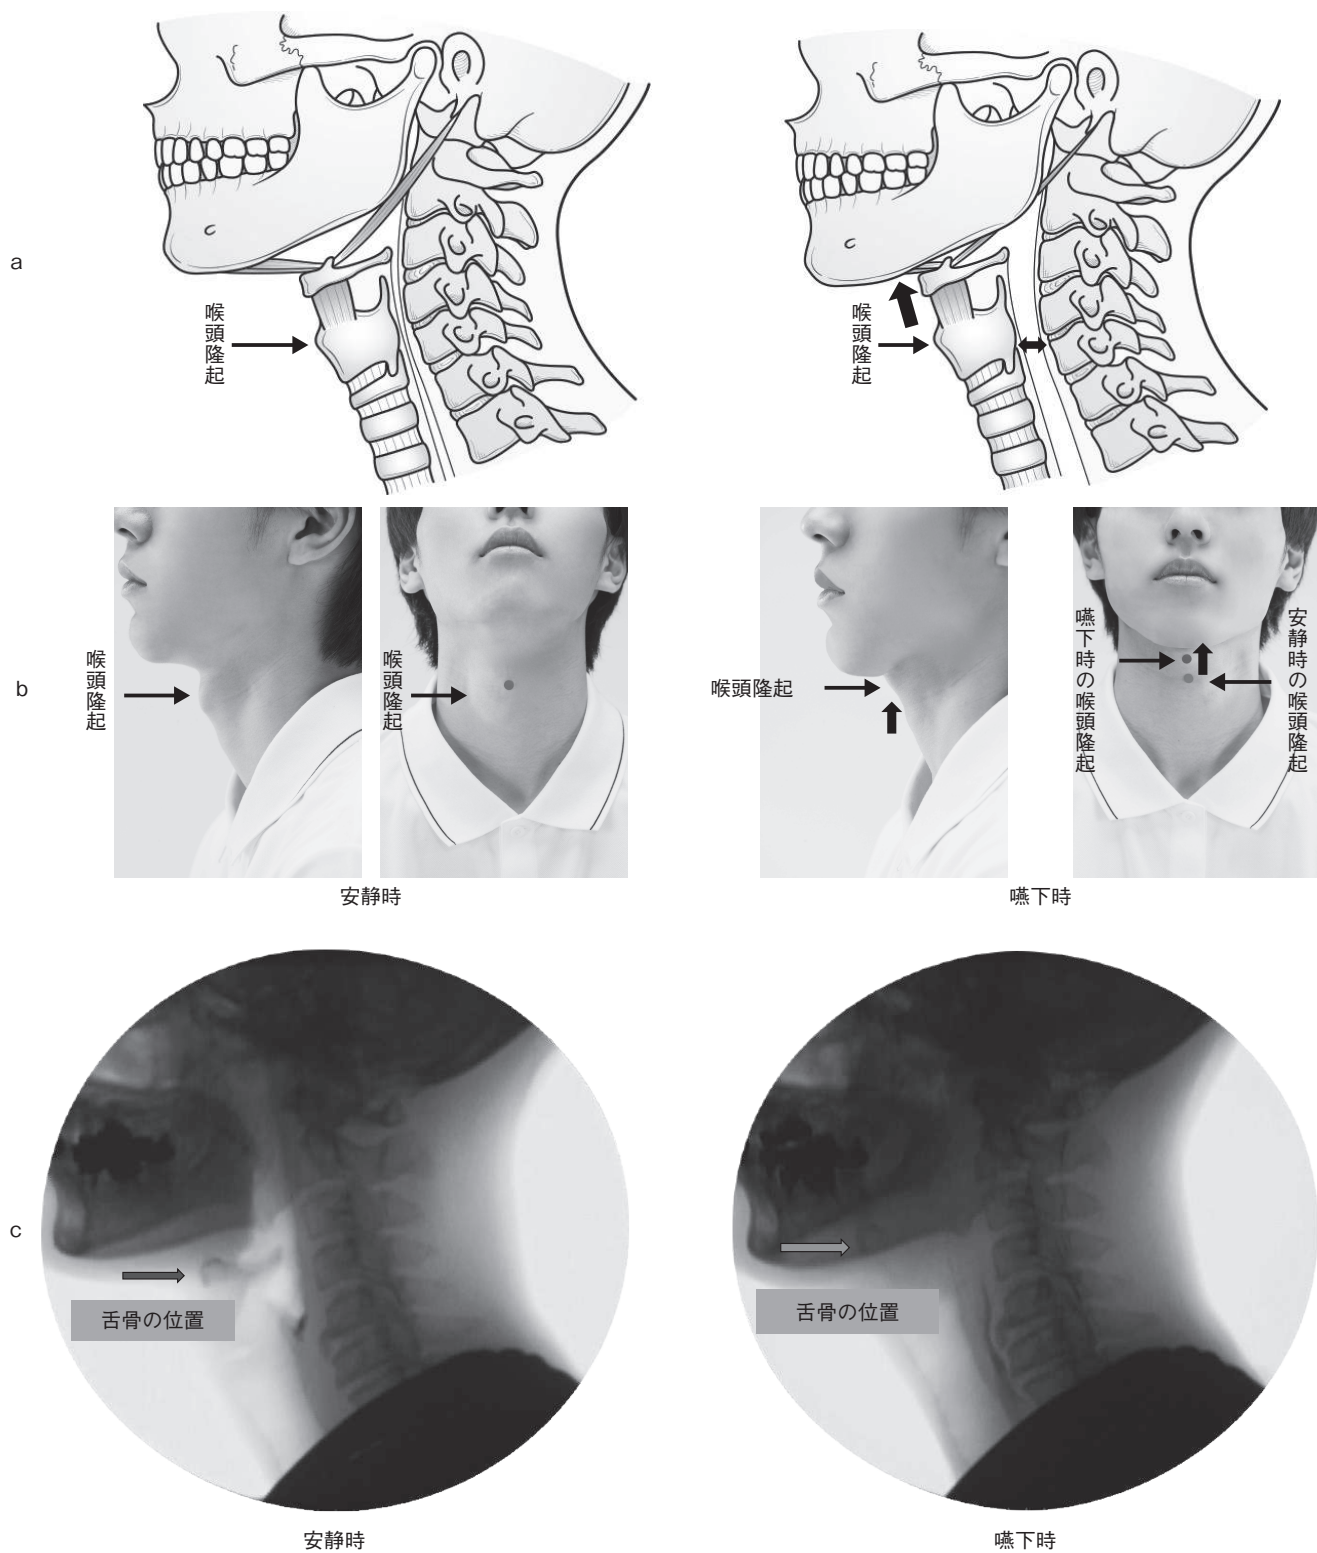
安静時(左)と嚥下時(右)の舌骨・喉頭の位置を比較して示す。解剖図(a), 外観(b), およびX線造影所見(c)で比較して示す。安静時と比較して, 嚥下時では舌骨・喉頭が上前方に移動する。
